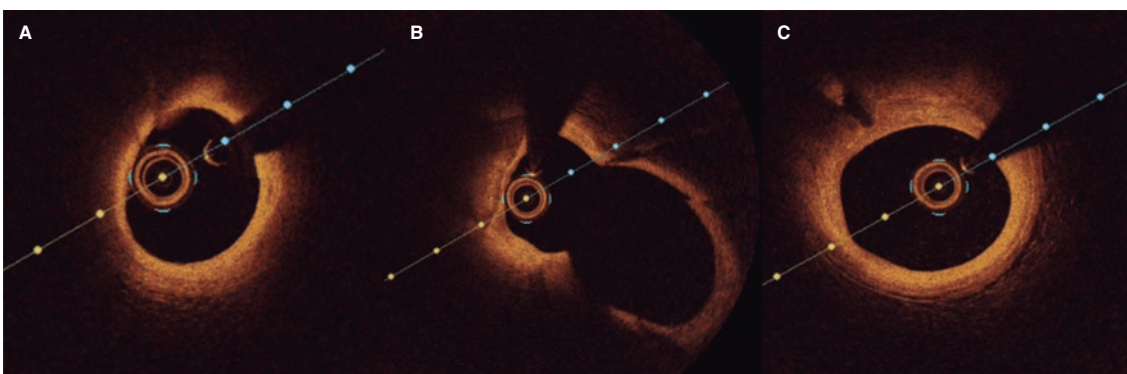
A: segmento distal de la descendente anterior (DA) sin signos de la disección previa. B: DA en la carina. C: segmento proximal de la DA antes de la bifurcación sin evidencia alguna de disección en la tomografía de coherencia óptica.
